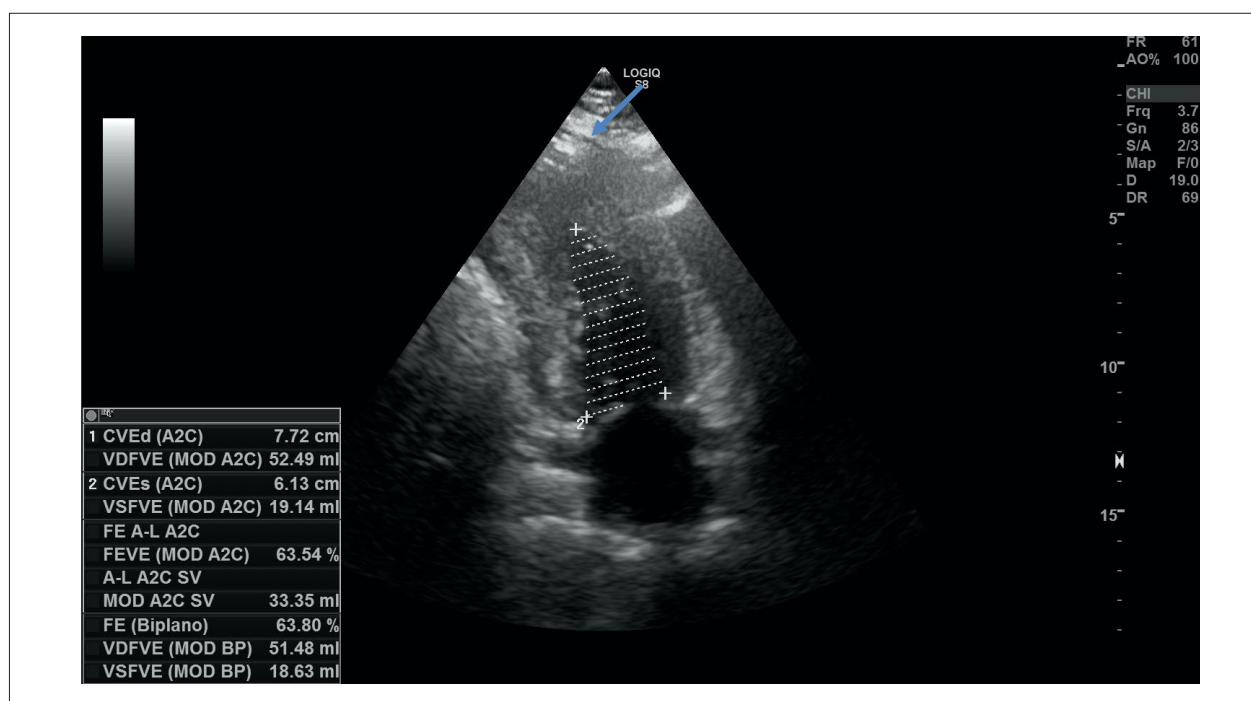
Ecocardiograma em corte longitudinal duas câmaras demonstrando hipertrofia médio-apical do ventrículo esquerdo (seta).
